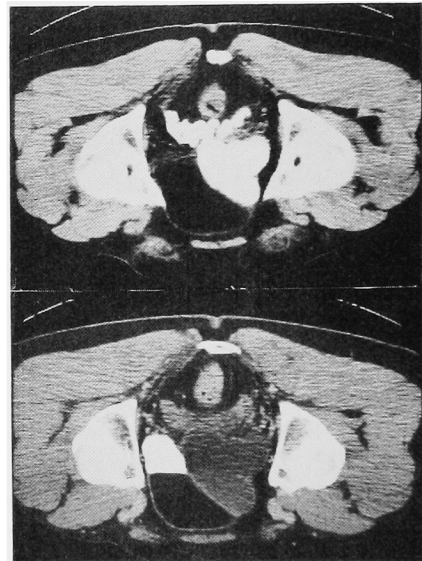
CT scan before and after vesiculography; swollen seminal vesicle communicates cystic mass.
